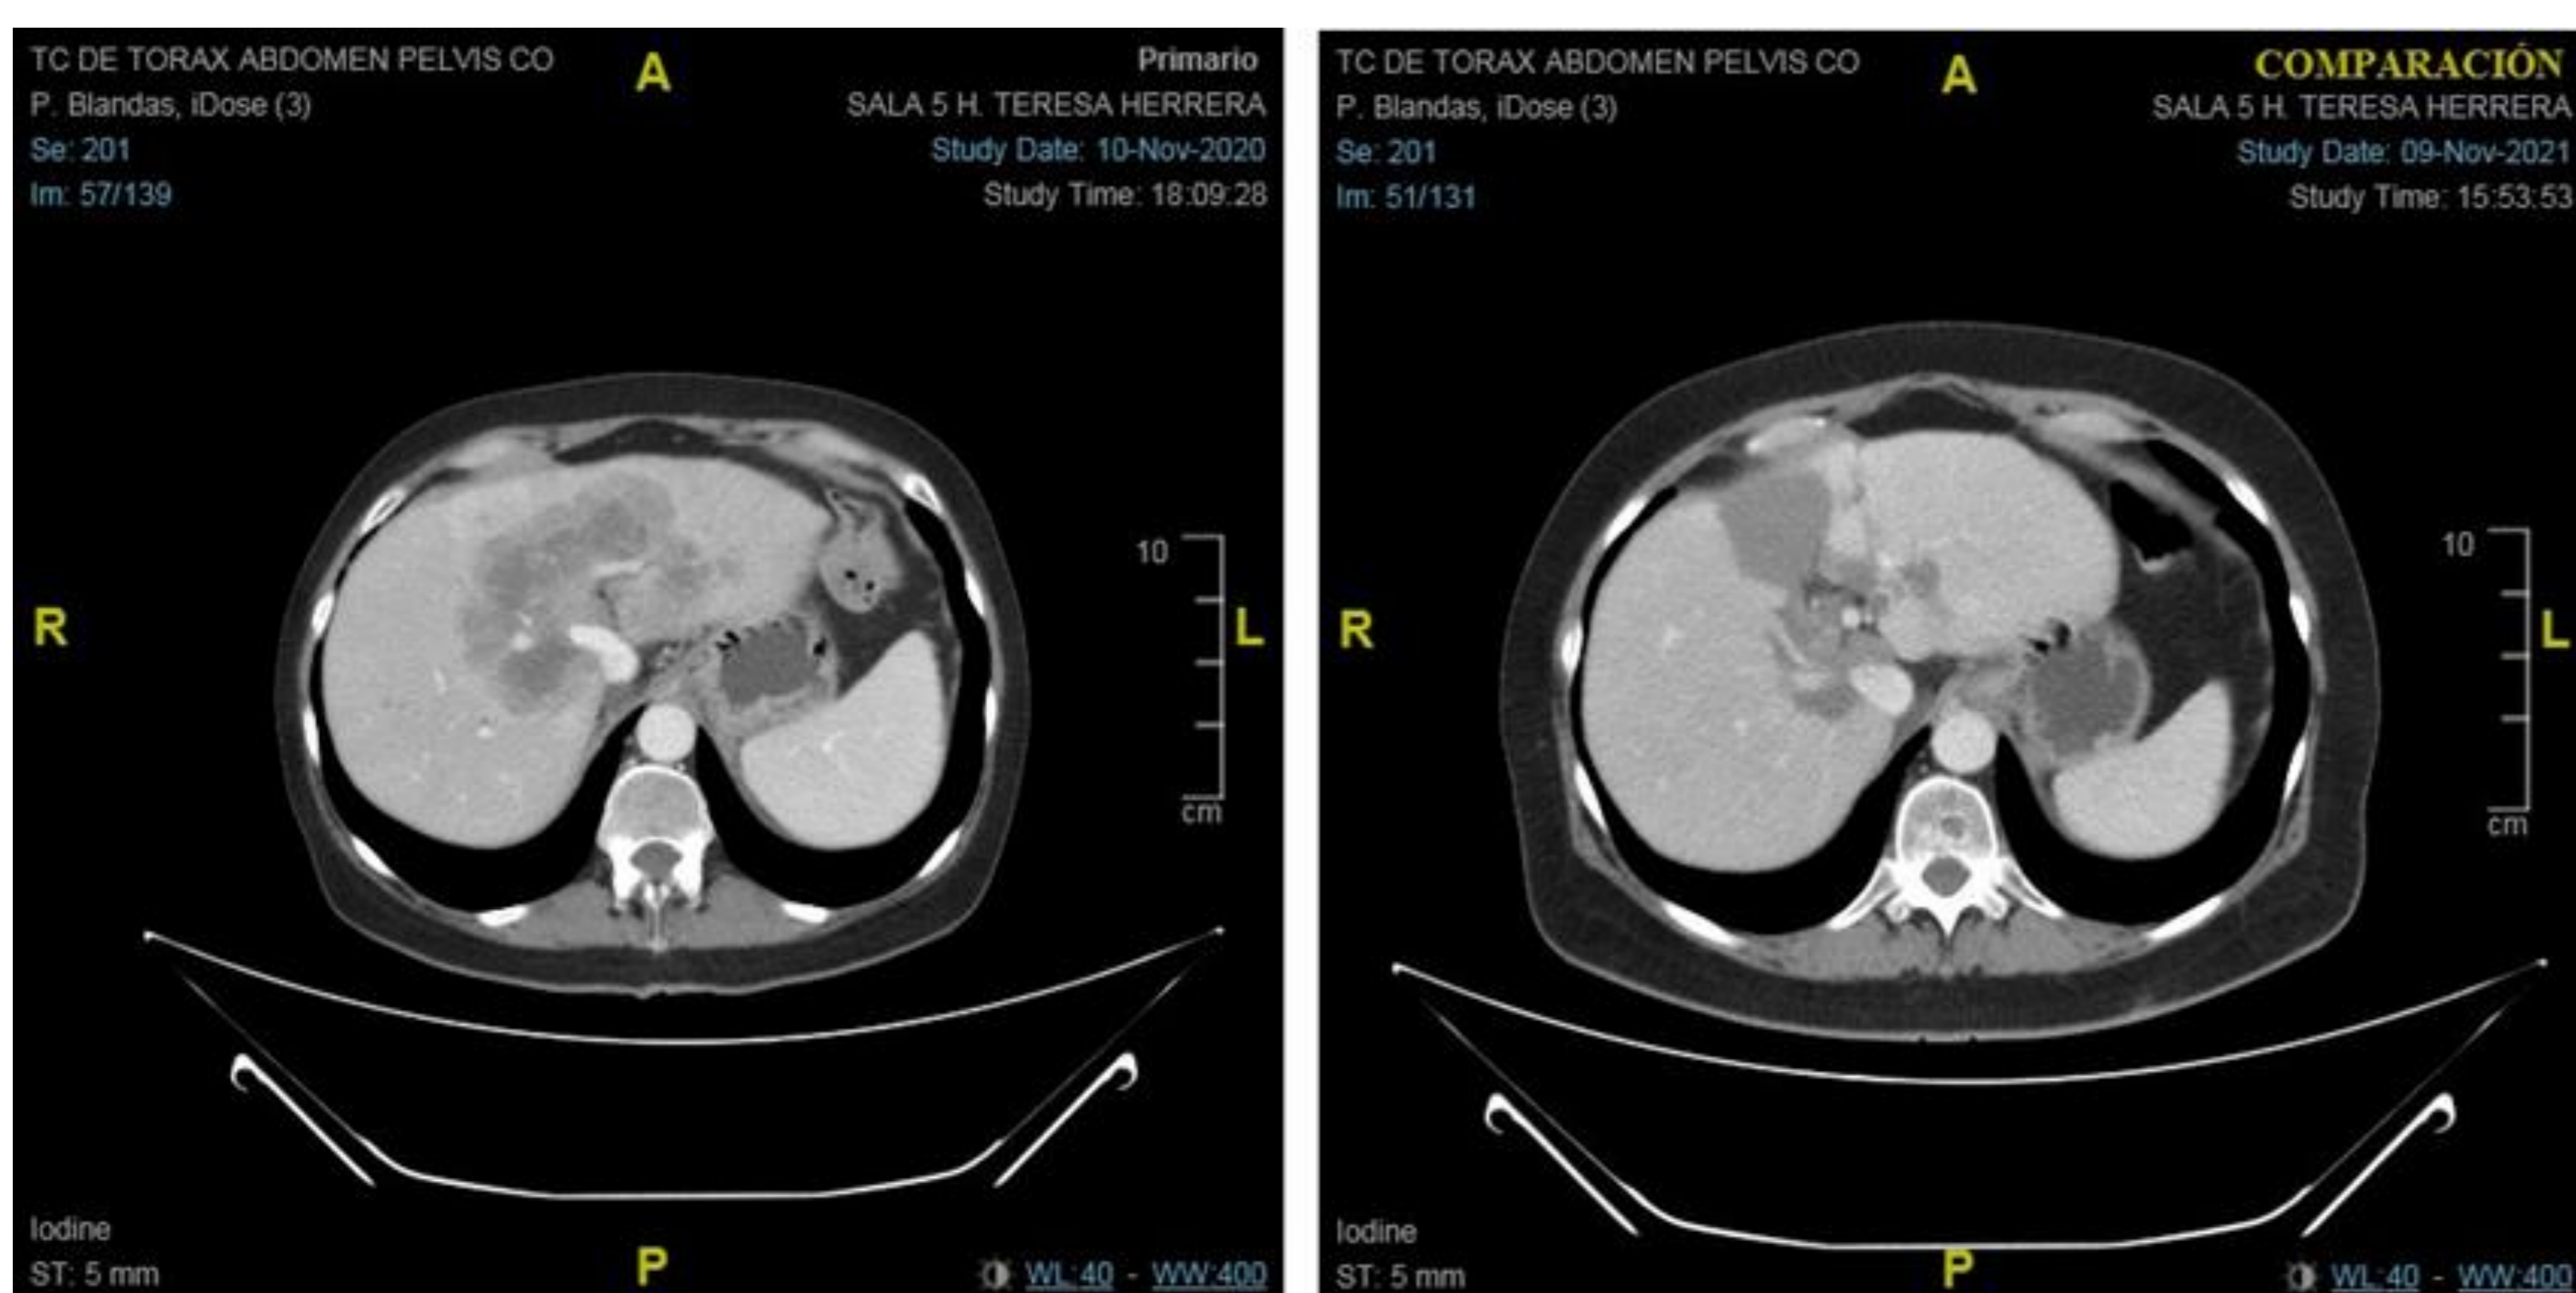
Corte axial a nivel abdominal de TC-TAP de noviembre 2020 (izquierda) vs TC-TAP noviembre 2021 (derecha).
